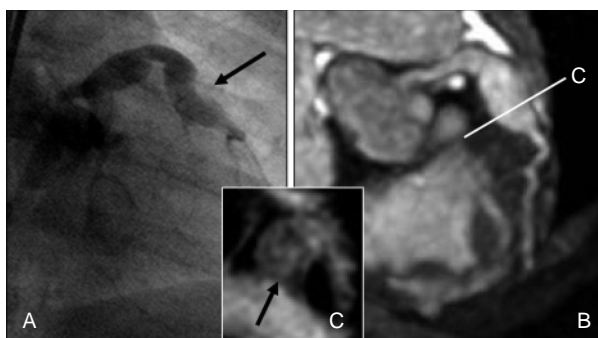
Patient 5: Left main trunk high take-off. A: X-ray left coronary angiography. B: MRCA. C: spiral-BB (Arrow is thrombus). LAD is demonstrated more clearly in MRCA than in X-ray coronary angiography.
